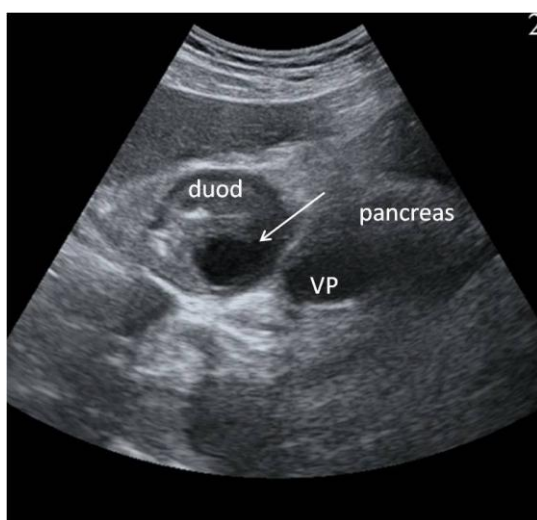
Чрескожное УЗИ, В-режим. Кистозно-воспалительная трансформация ДПК. В структуре неравномерно утолщенной стенки ДПК (duod) анэхогенное кистозное образование (обозначенное стрелкой). VP – воротная вена.
